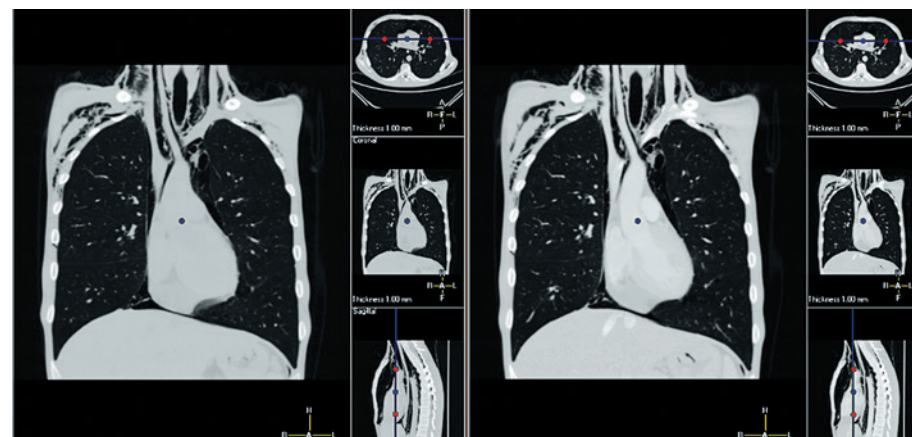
КТ органов грудной полости
